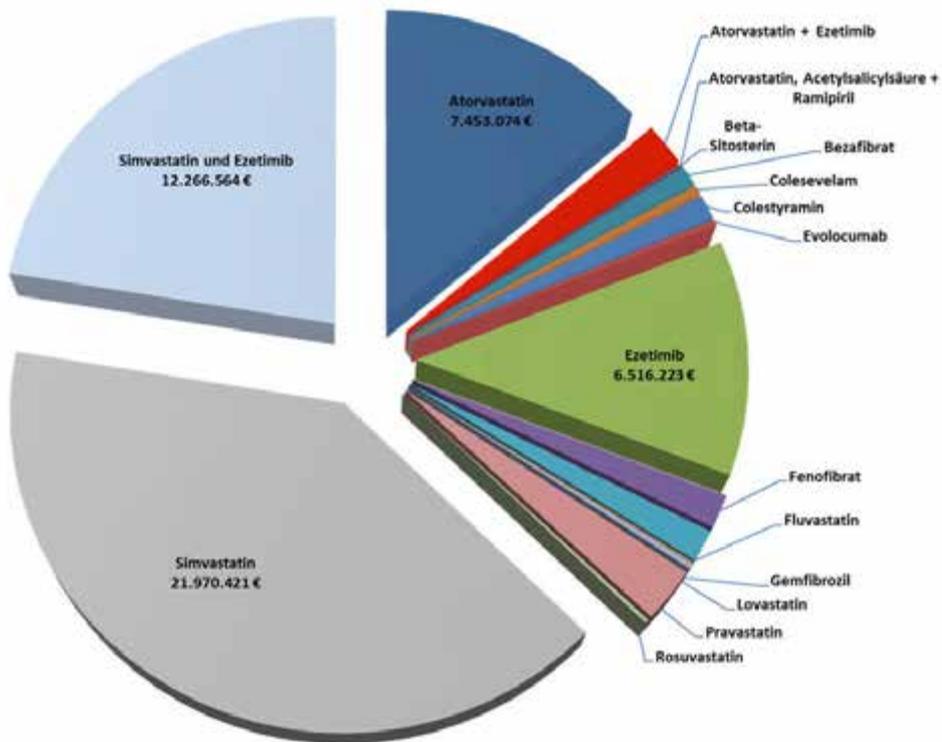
Ausgaben der TK durch verordnete Lipidsenker in 2015 in Prozent
